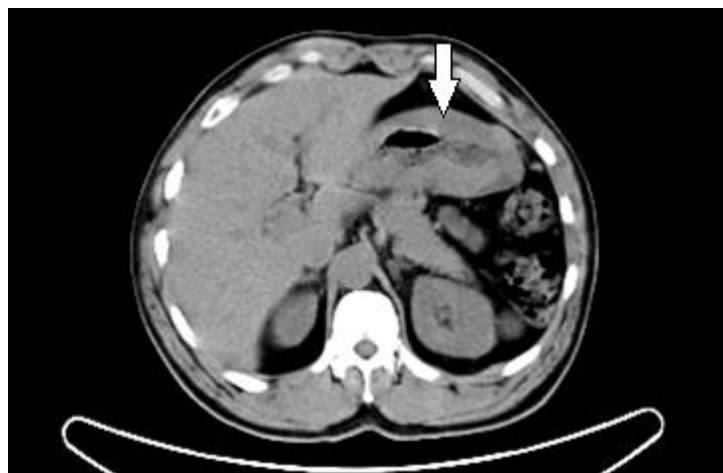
Corte axial de tomografia computadorizada de paciente com linfoma gástrico, evidenciando a parede do órgão difusamente espessada.
